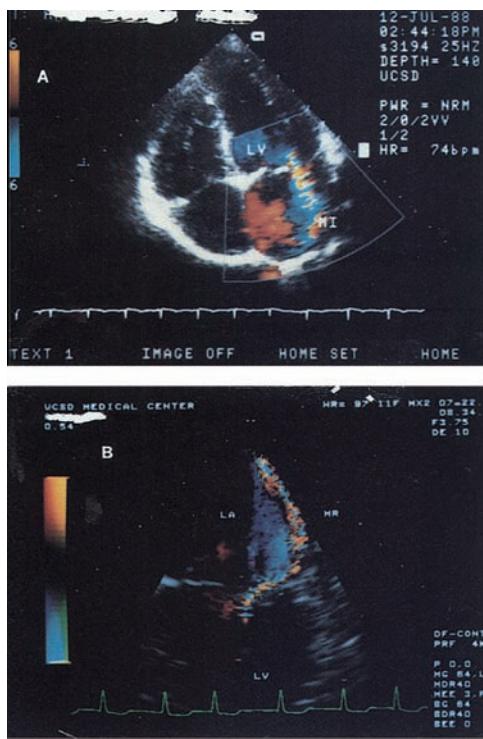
Imágenes Doppler a color que muestran un ejemplo in vivo de desviación del “jet” y adherencia a una superficie fisiológica. Izquierda, vista apical de una insuficiencia mitral y un “jet” de regurgitación libre. Derecha, vista transesofágica de una insuficiencia mitral con un “jet” de regurgitación que se adhiere a la superficie posterior de la valva mitral posterior y luego a la pared de la aurícula izquierda. LA, aurícula izquierda; LV, ventrículo izquierdo; MR, insuficiencia mitral.¹⁹
